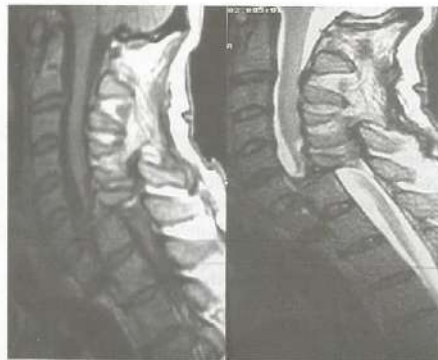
RM da coluna cervical: trauma grave com secção da medula e fratura-luxação no nível de C7-D1.
